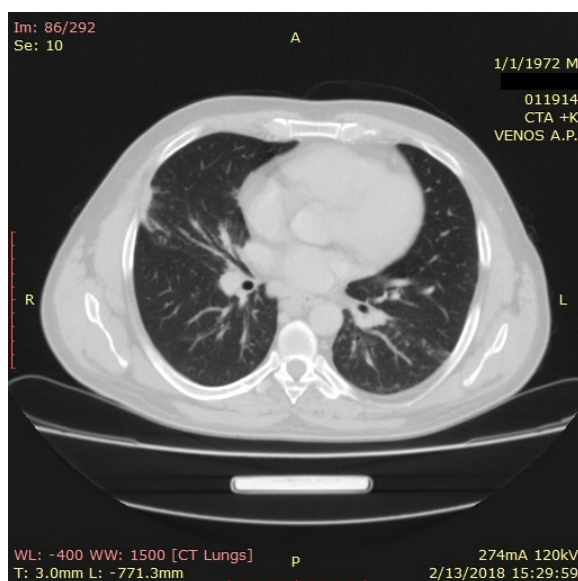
Secțiune de CT toracic din februarie 2018, fereastră de parenchim pulmonar: rezoluția cvasi-completă a leziunilor pulmonare și normalizarea dimensiunilor ganglionare.
